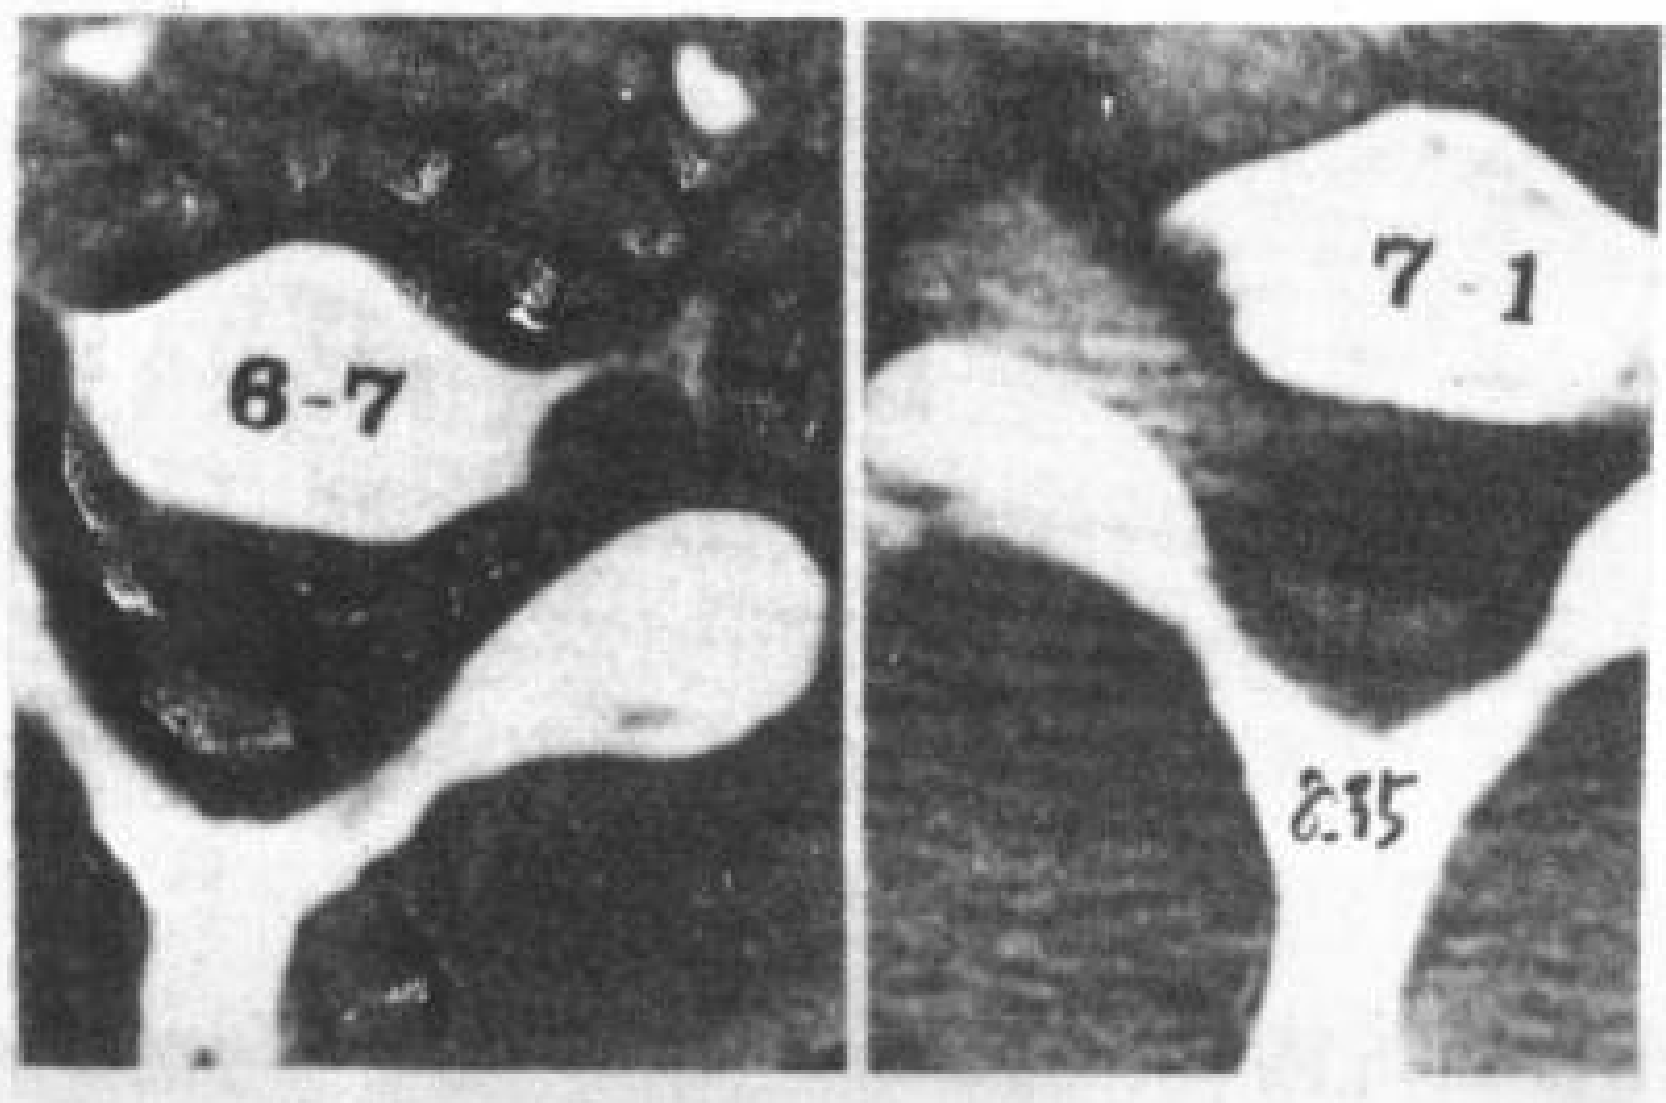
神经根撕脱。蛛网膜下腔注射造影剂后作 CT 横断扫描, 造影剂在右侧神经孔内异常聚集, 提示有颈神经根撕脱。
